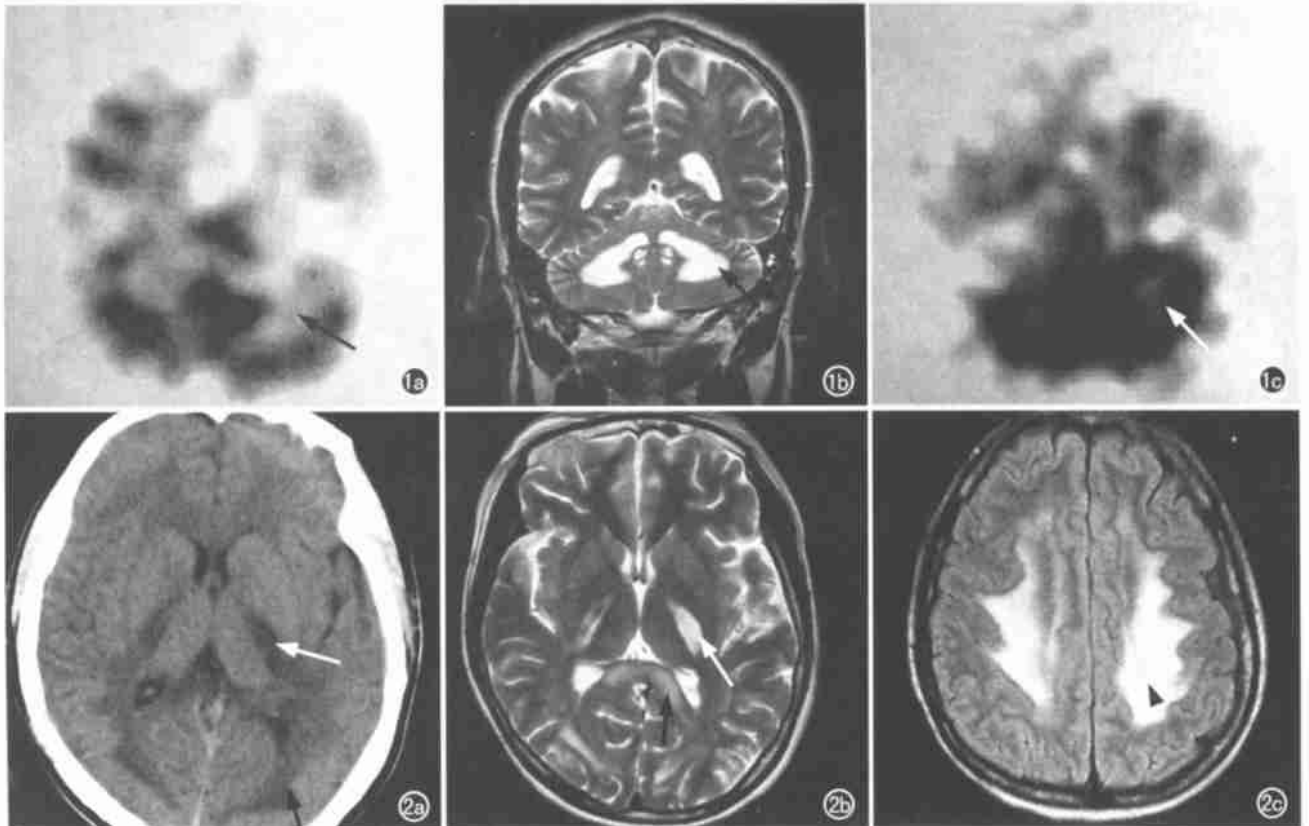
病例 2,小脑受损为主要临床表现。a) 治疗前小脑 SPECT 图。示小脑灌注明显降低(箭); b) 冠状位 T_2 WI,病灶呈均匀长 T_2 信号累及范围为小脑齿状核(箭); c) 治疗后小脑 SPECT 图。示小脑灌注明显恢复(箭)。图 2 病例 4,以锥体系及锥体外系受损为主要临床表现。a) CT 平扫见内囊后肢(白箭)、枕叶脑白质等病变区为低密度(黑箭); b、c) T_2 WI 及 FLAIR 序列见病灶呈均匀长 T_2 信号累及内囊后肢(白箭)、胼胝体压部(黑箭)、两侧半卵圆中心(箭头)。
